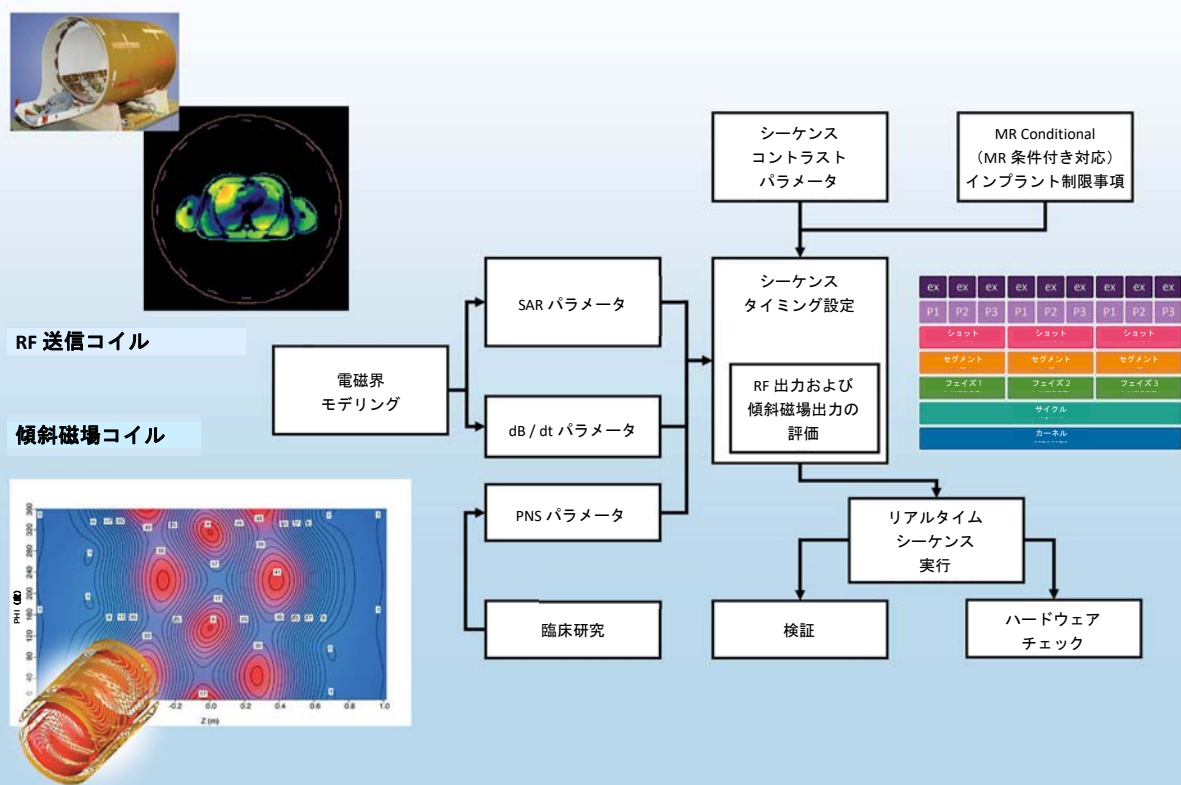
MRI においてアクティブな電磁場（RF および傾斜磁場の切り替え）の安全を管理するために必要とされるシステム設計要素の概要。性能特性（SAR および dB/dt ）をパラメータとして示すために、RF 送信コイルおよび傾斜磁場コイルは詳細にモデル化されている。過度の末梢神経刺激から患者を保護するために、いわゆる「直接定量化」による試験が行われ、すべてのシーケンスについて Strength-Duration（強度-時間）反応を予測するためにモデルにおいて使用された。シーケンスタイミングを最適化して SAR、PNS、および条件付 MR 対応インプラント制限事項（新規）の制約に適合するために、シーケンスのユーザー選択コントラストパラメータが使用される。フィリップス独自の SOR（Sequence Order）オブジェクトにより、どのタイムスケールでもすべての制約への準拠が確保される。設定されたシーケンスがリアルタイム制御下で実行され、ソフトウェアおよびハードウェアにより要求と出力信号の整合性がチェックされる。システムの工場出荷時に、モデルパラメータから予測された電磁出力およびリアルタイムソフトウェアにより生成された電磁出力が、温度および磁場の測定により実験的に検証される。ScanWise Implant に固有の追加事項は、入力された MR Conditional（MR 条件付き対応）制限事項、およびブリスキャンを含む全シーケンスの dB/dt 計算に基づき管理される。
